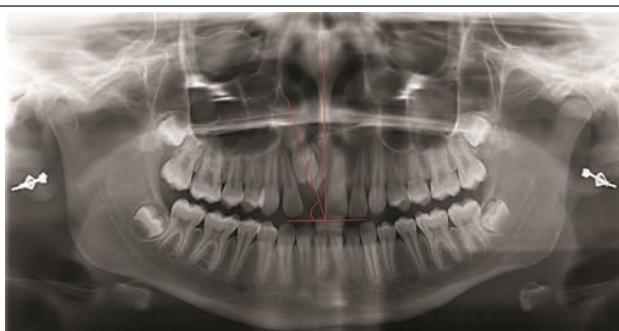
Ортопантомограмма с измерениями по Smailiene D. и др.; по Bryan R.A. и др.
